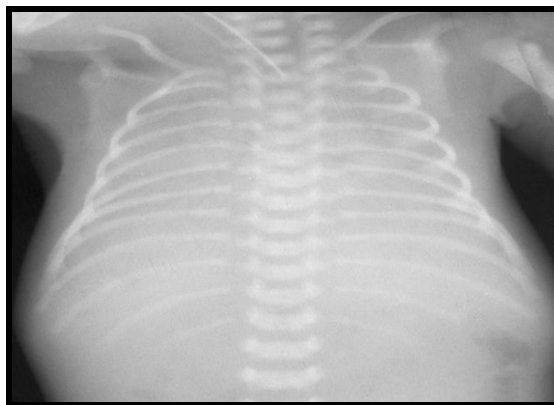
Рентгенограмма ребенка С., 10 дней. Срок гестации 34 недели. Воспалительно-ателектатическая легочная ткань, имbibированная отечно-геморрагической жидкостью. «Белые легкие». IV степень тяжести СДР
